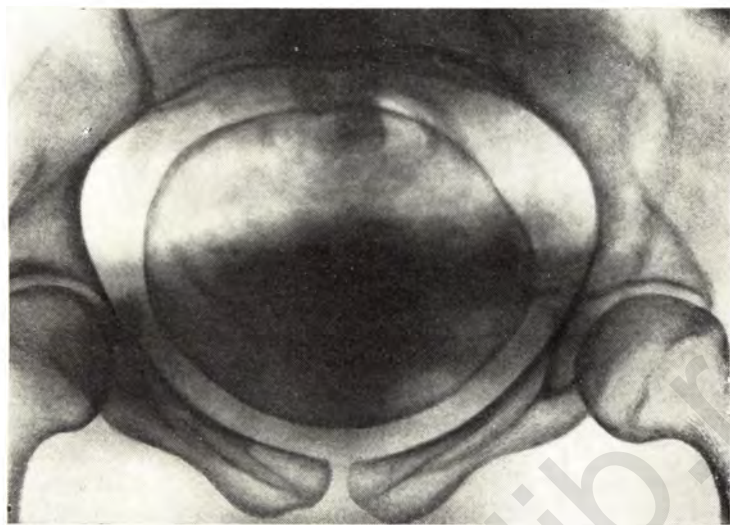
Рентгенограмма входа в таз. Вход в малый таз поперечно-овальной формы. Поперечный размер больше прямого.
